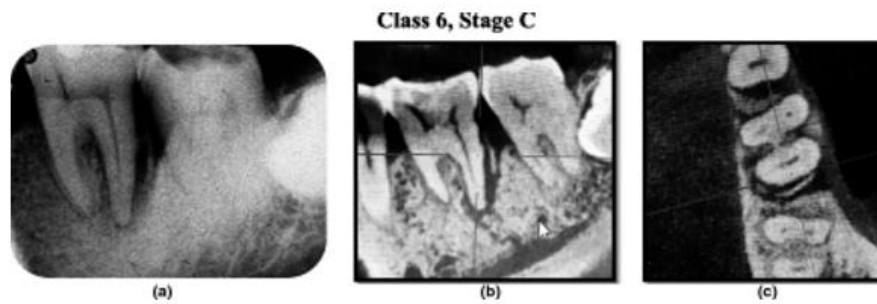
En la radiografía periapical (a) del OD 36, que presenta pérdida ósea vertical que afecta al ápice distal, se asocia a un desgarro de cemento radicular. Se comprobó el diagnóstico de desprendimiento radicular a través de imágenes CBCT, (b) vista sagital del 36; (c) vista axial del 36. Tomada de Lee AC, Neelakantan P, Dummer P, Zhang C. Cemental tear: Literature review, proposed classification and recommendations for treatment. International Endodontic Journal. Pág.23.
